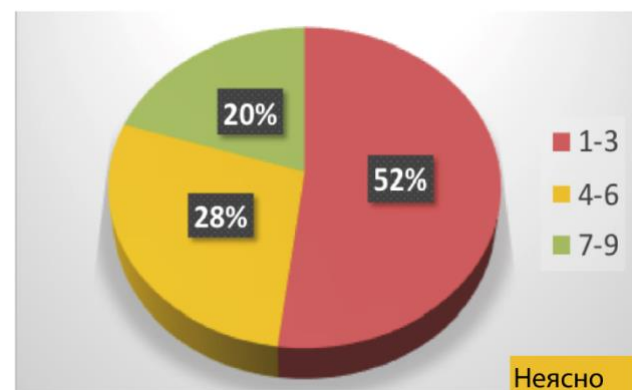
Дельфі: У діагностиці рецидивуючого гострого риносинуситу ви покладаетесь: Анамнез + позитивні об'єктивні дані, тобто ендоскопію та/або КТ?
